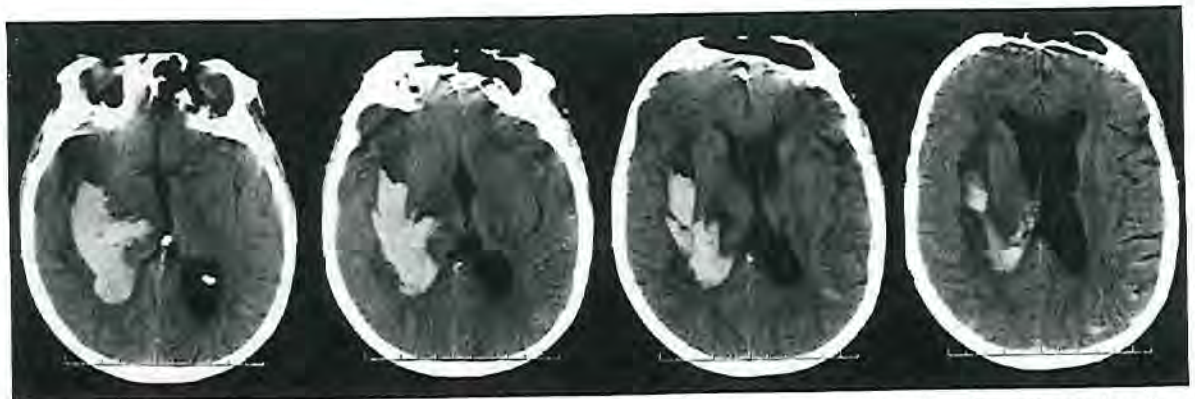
Cortes de tomografía computarizada que muestran un hematoma en ganglios basales y tálamo derechos, abierto al sistema ventricular. Nivel hemorrágico en asta occipital de ventrículo lateral izquierdo y componente hemorrágico en surcos aislados de ambas regiones parietooccipitales.
